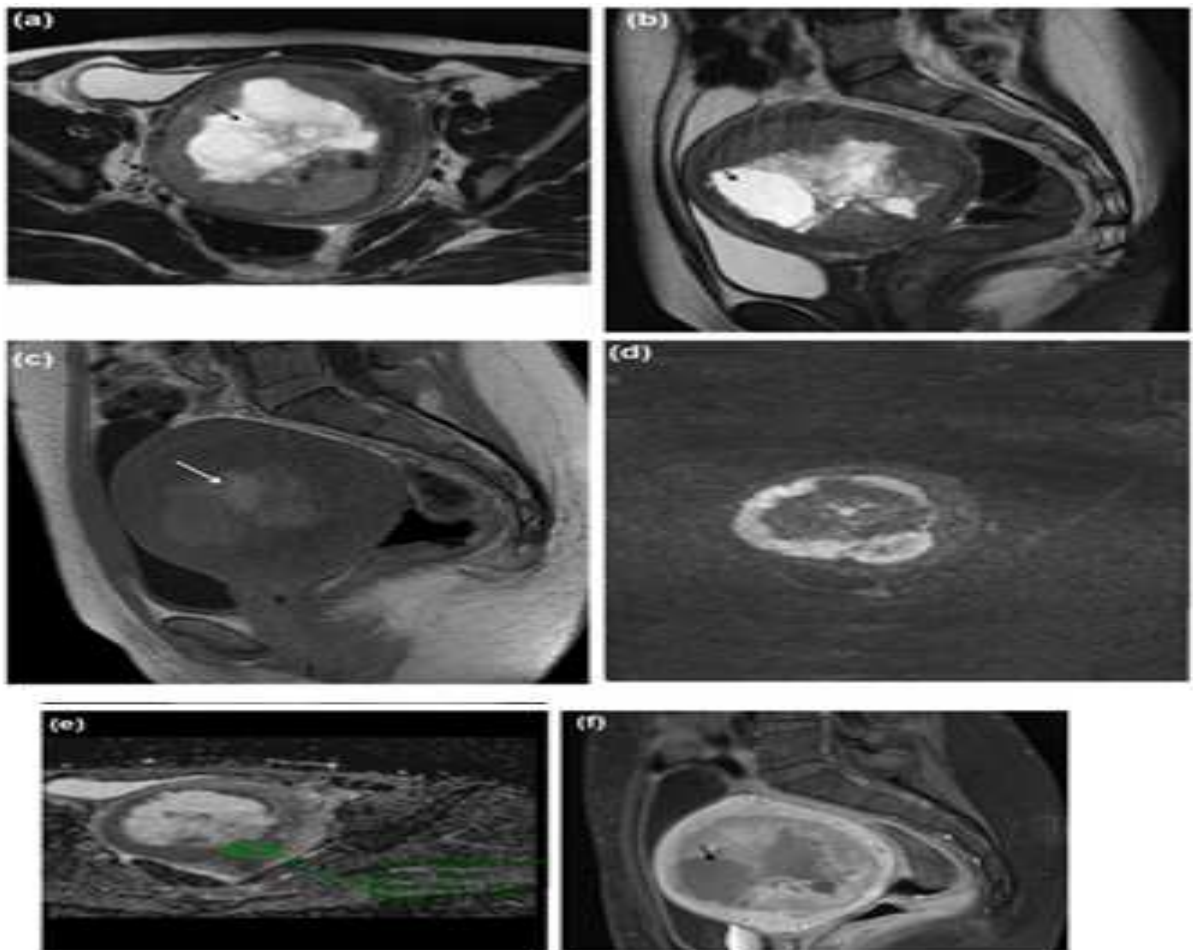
des Coupes d'IRM pelvienne d'un sarcome indifférencié : l'IRM montre l'aspect typique des sarcomes utérins : masse unique relativement bien limitée de signal principalement intermédiaire, très hétérogène avec portions liquidiennes (flèches noires) sur les séquences en pondération T2 dans le plan axial (a ;c) et sagittal (b ;d); remaniements hémorragiques (flèche) sur la séquence T1 sans saturation de la graisse ; hypersignal franc (correspondant aux zones de signal T2 intermédiaire) sur la séquence axiale diffusion, avec un ADC mesuré à 0,95 dans la zone en hypersignal diffusion (e); rehaussement hétérogène après injection (f) avec portions nécrotiques (flèche noire) correspondant aux zones de signal liquidien en T2. Sarcome stromal indifférencié.
